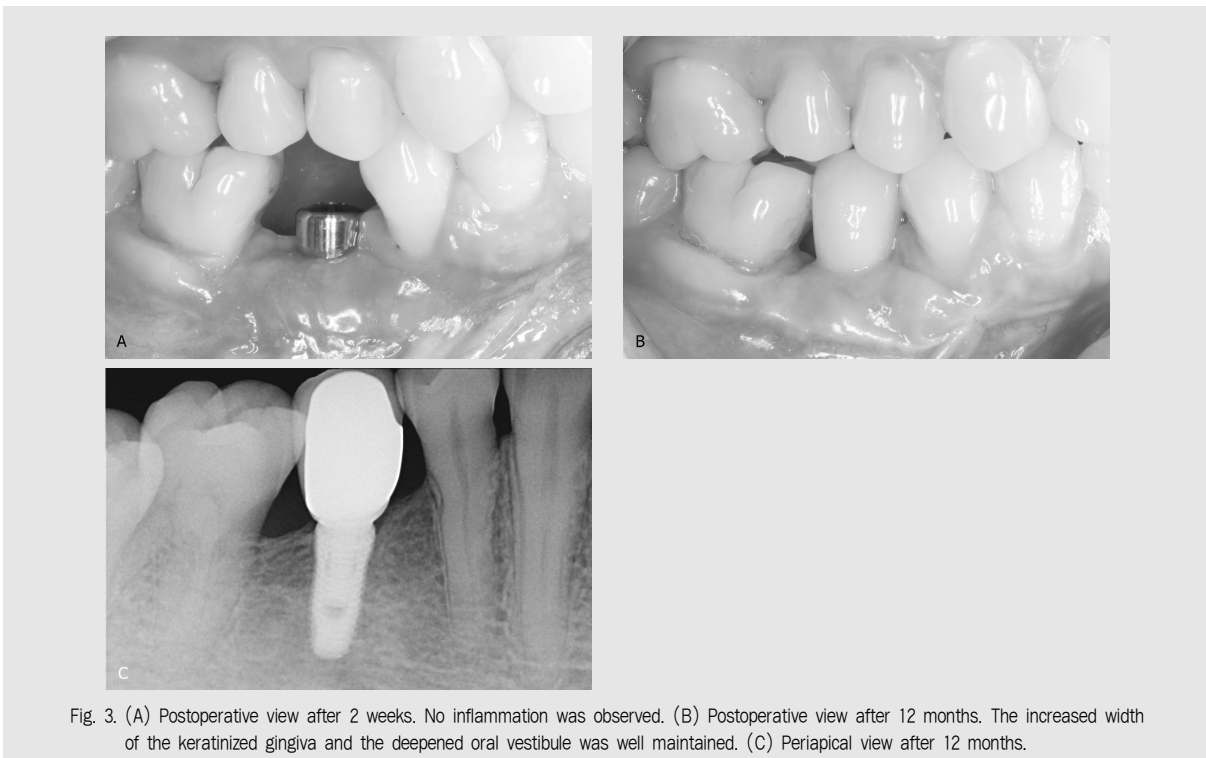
(A) Postoperative view after 2 weeks. No inflammation was observed. (B) Postoperative view after 12 months. The increased width of the keratinized gingiva and the deepened oral vestibule was well maintained. (C) Periapical view after 12 months.
